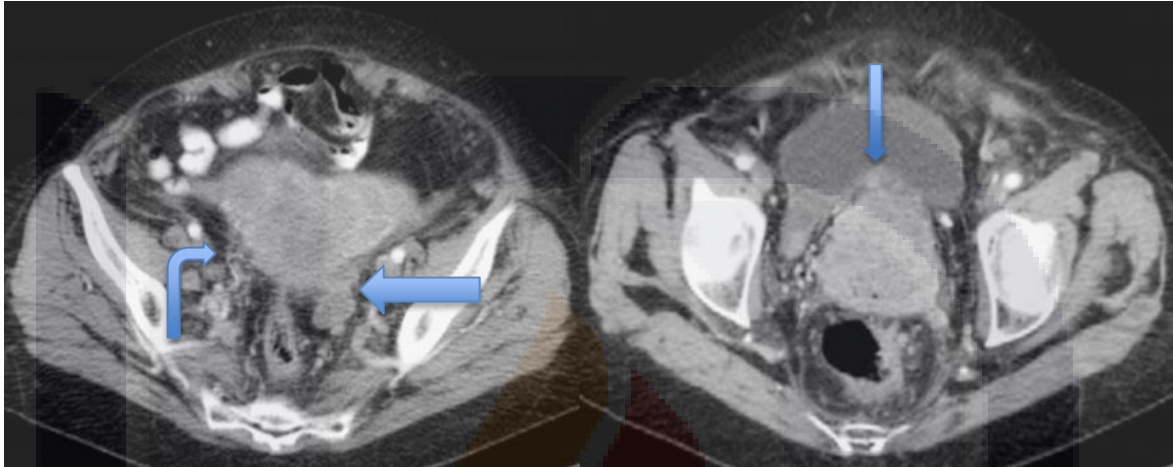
TC contrastada de cáncer cervicouterino invasión a vejiga y parametrio izquierdo.
